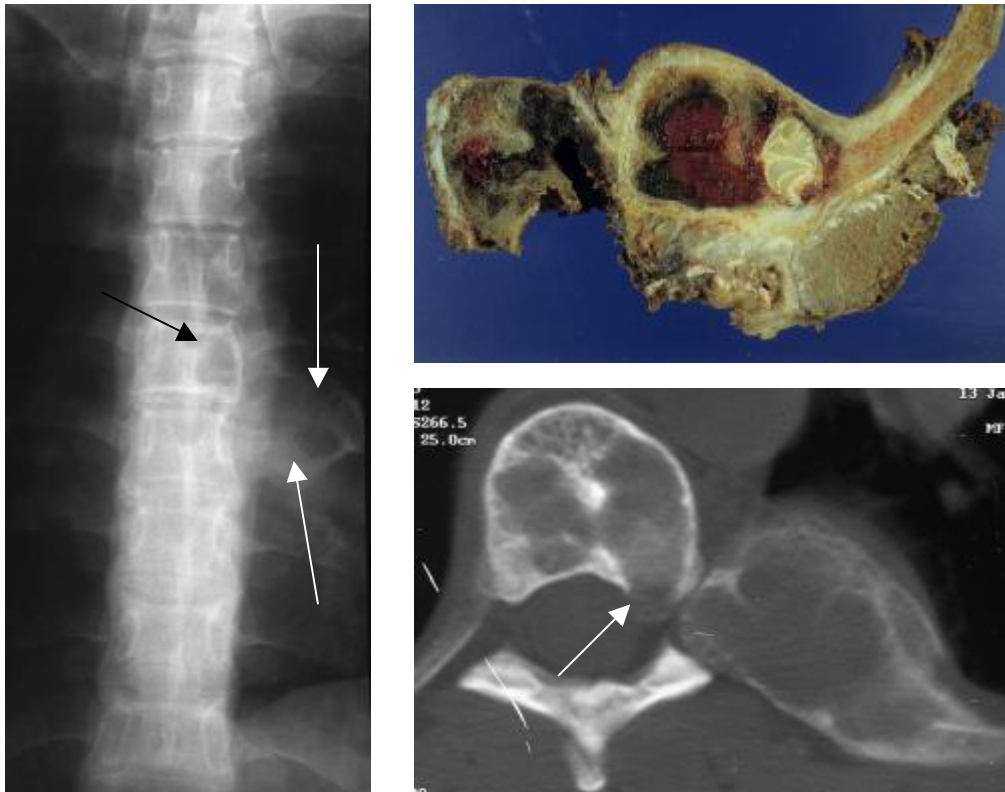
kapilläres Hämangiom (M.-Nr.: 99/2295, links: Röntgenbild, oben: Makrophotographie, unten: CT-Aufnahme)
